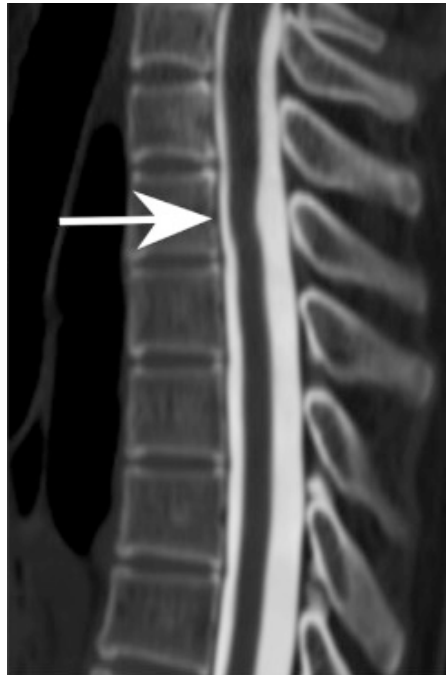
CT-Myelographie der zervikalen und oberen thorakalen Wirbelsäule, sagittale Schnitfführung (Pfeil: durchgängiger Liquorraum)
